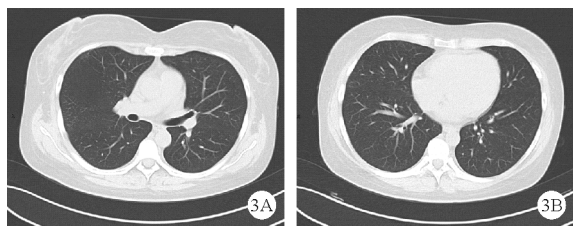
患者2018年12月11日胸部CT复查结果:双肺病灶较前片明显吸收、好转
